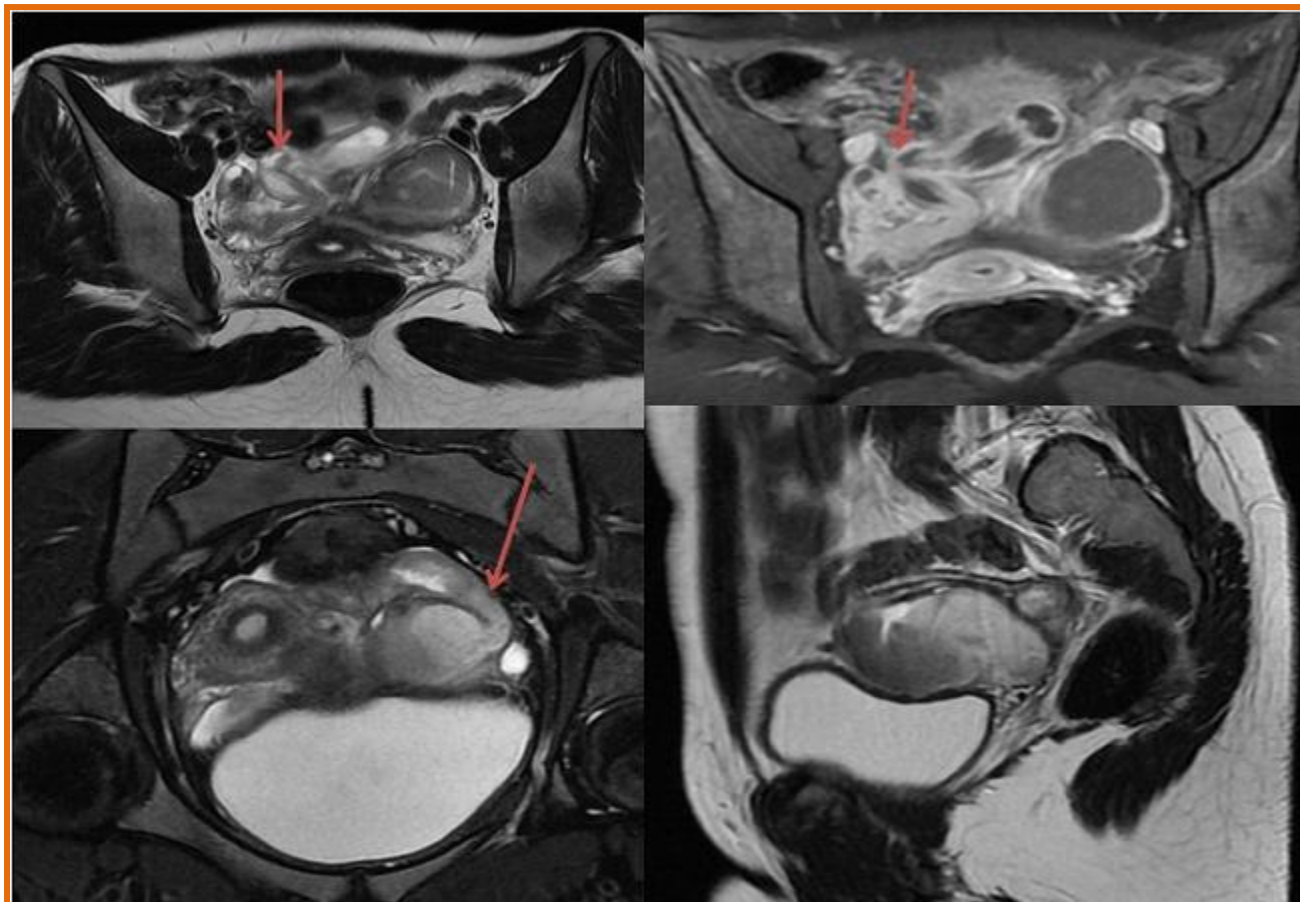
IRM pelvienne : hydrosalpinx bilatéral à contenu en hyposignal T2 et à paroi réhaussée après contraste
